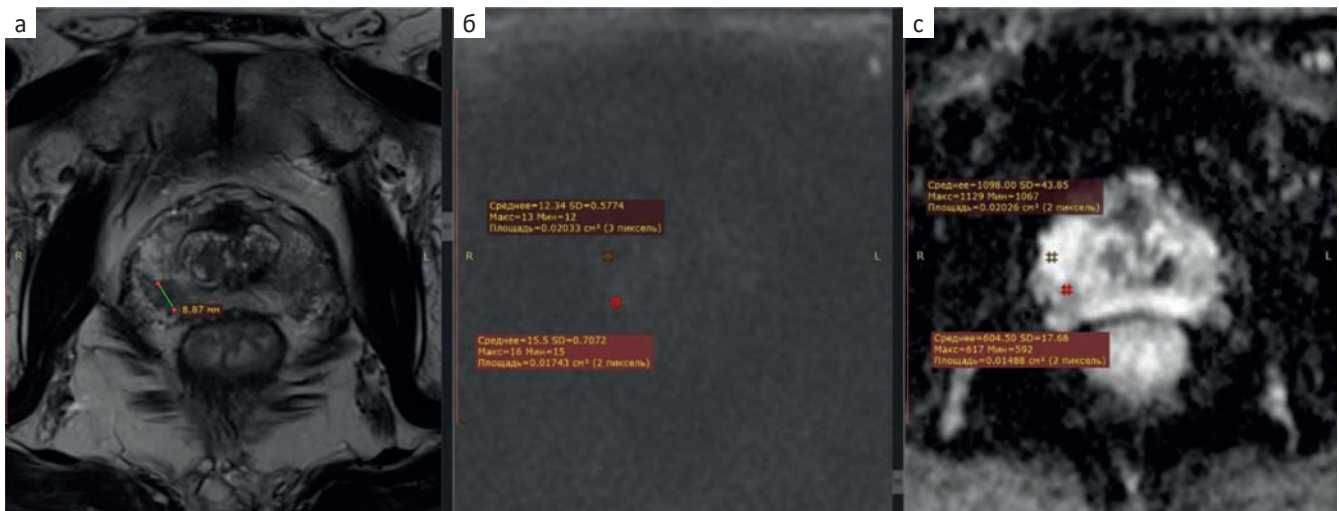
МРТ предстательной железы, очаг категории PI-RADS 3 в периферической зоне справа.
